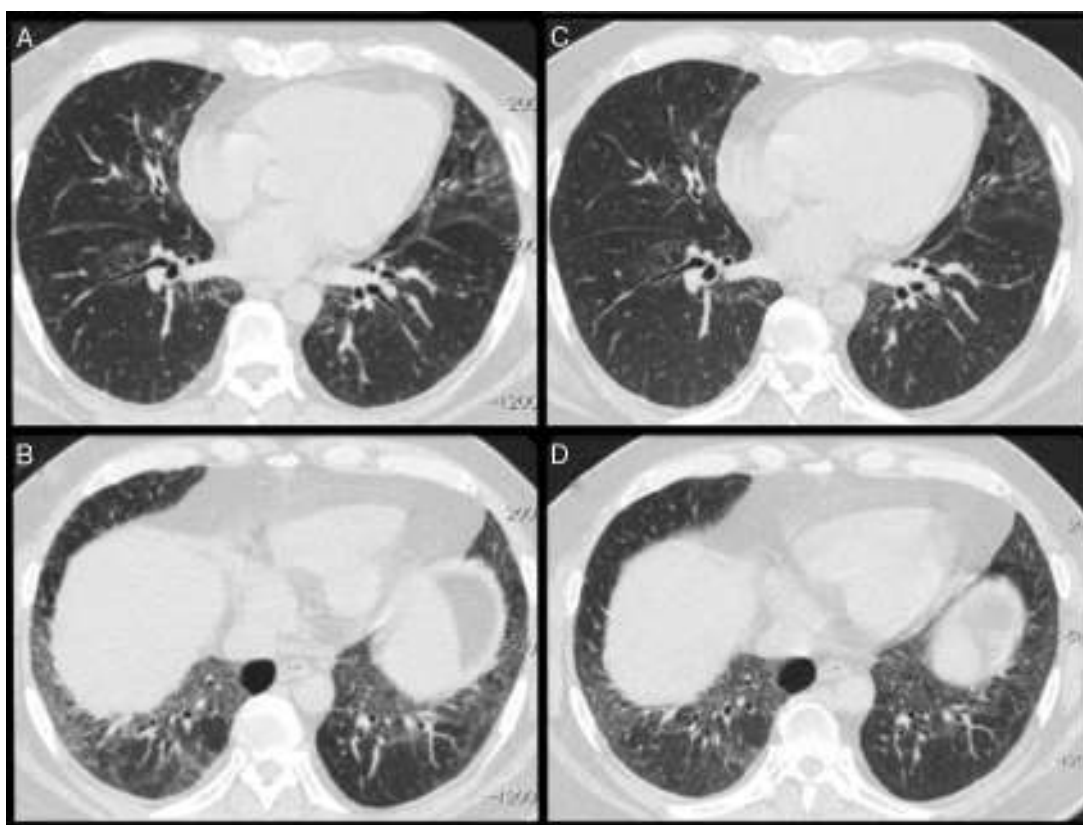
A y B) La tomografía computarizada de alta resolución mostró elevación del diafragma, opacidades en vidrio esmerilado, engrosamiento interlobular y bronquiectasias por tracción, predominantemente en los lóbulos inferiores, un patrón compatible con neumonía intersticial inespecífica. C y D) Después del tratamiento con rituximab, las imágenes de la TC mostraron una mejoría de las opacidades en vidrio esmerilado.
